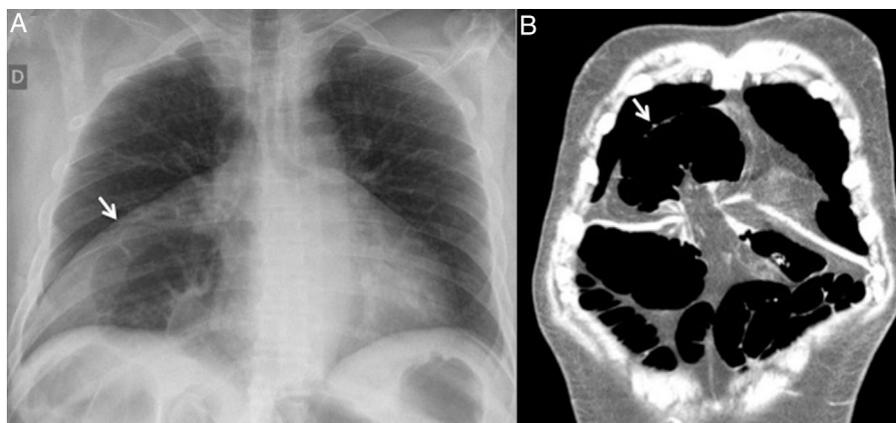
A) Radiografía de tórax. Segmento de colon distendido en hemitórax derecho (flecha). B) TC de abdomen. Hernia de Morgagni incarcerada de colon transverso que condiciona cuadro de oclusión intestinal (flecha).
